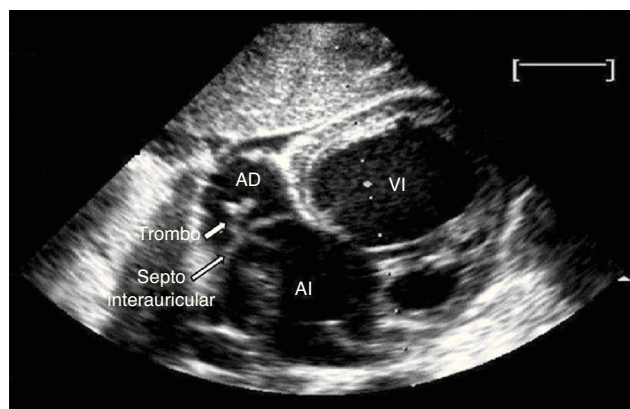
Ecocardiografía bidimensional, plano subcostal. Coágulo atravesando el foramen oval, entre aurícula derecha (AD) y aurícula izquierda (AI); VI: ventrículo izquierdo.
